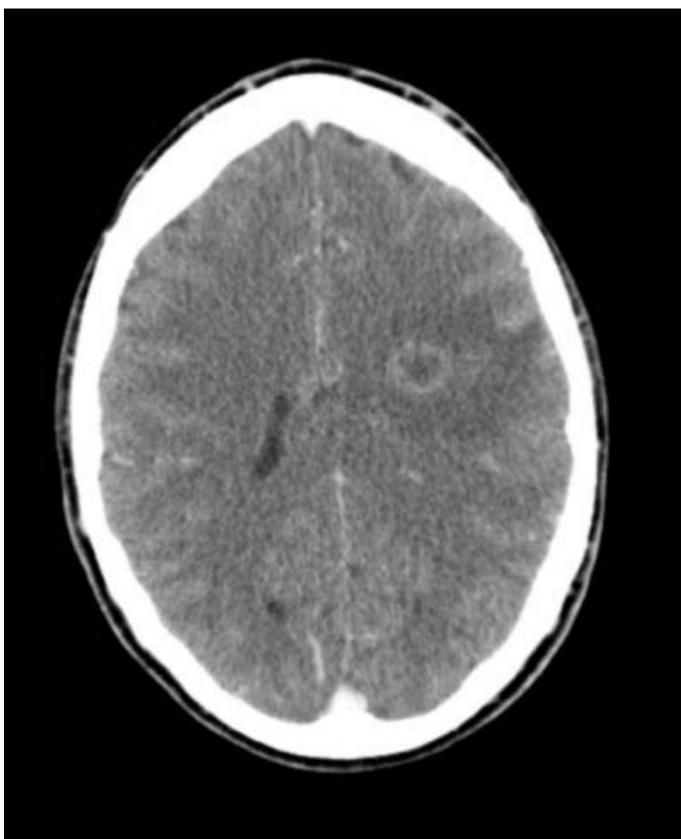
TC cerebral con contraste. Realce en anillo grueso e irregular.
